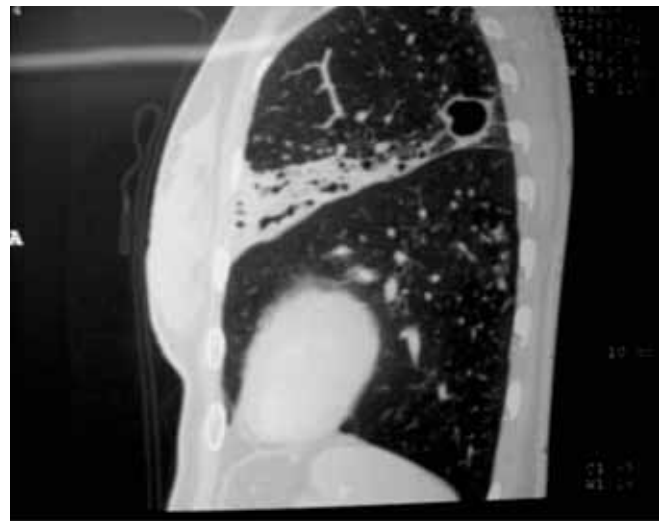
Abajo. Lesión cavitada en lóbulo inferior izquierdo de aproximadamente 3 cm. Arriba. Tomografía helicoidal de tórax. Cortes coronales de tomografía helicoidal de tórax, ambas imágenes.
